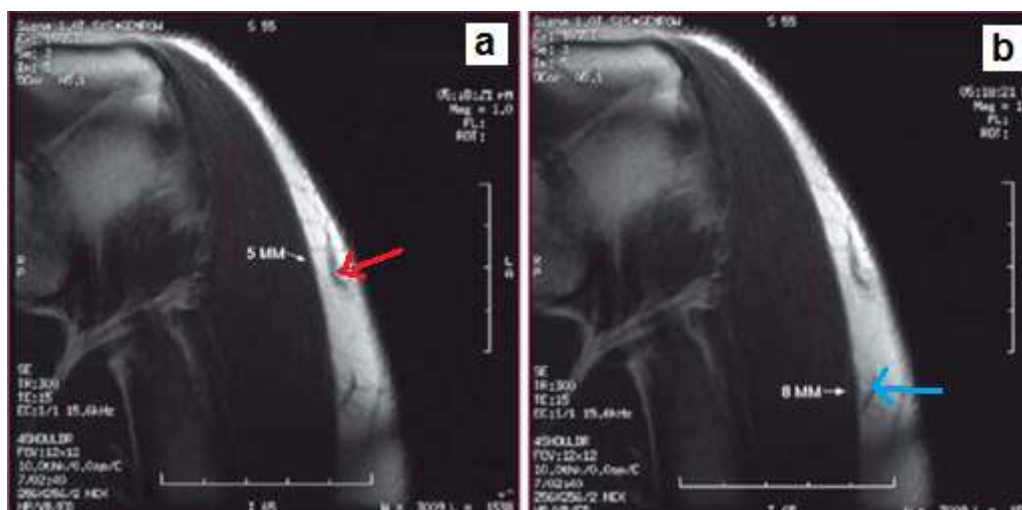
image IRM chez un patient DT1 de corpulence normale (IMC : 21.7 kg/m²) : en a, le patient a utilisé une aiguille de 5 mm, tandis qu'en b une de 8 mm
